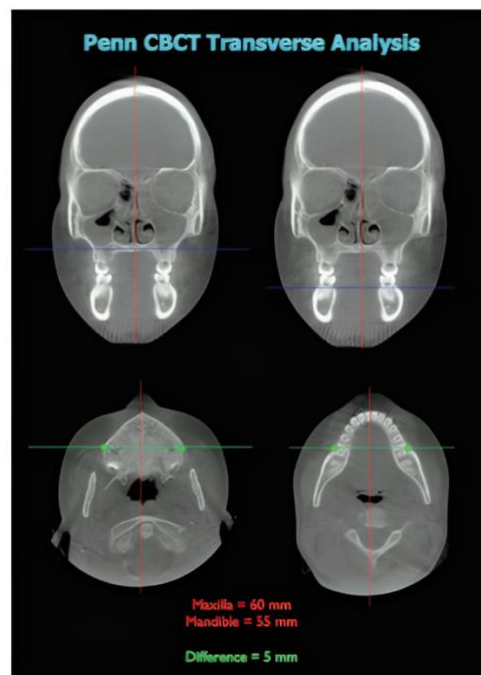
Ejemplo de esquelético transversal óptimo. relaciones mediante análisis CBCT (6).
